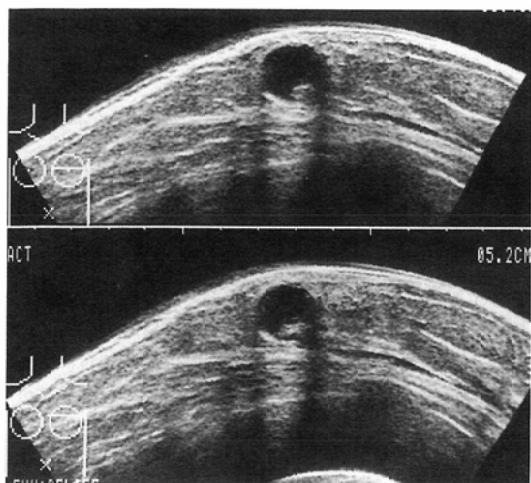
The typical appearance of intracystic papillary carcinoma on ultrasonography. A mass with high echo is in a cyst. Boundary echo and posterior echo are clearly recognized. Intracystic papillary carcinoma.
